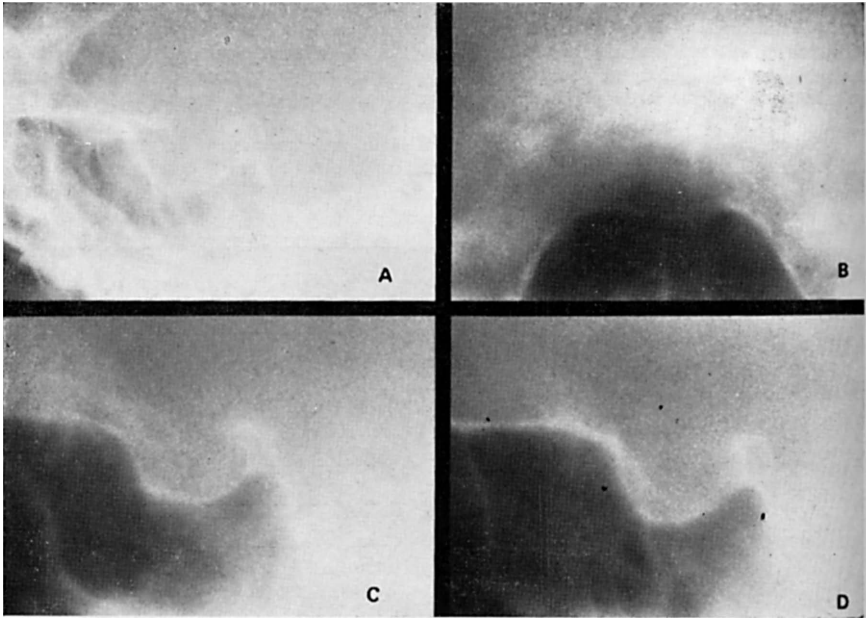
Caso de microadenoma a hormônio corticotrópico (Cushing): em A, sela túrcica pequena com morfologia de aparência normal no clichê simples; em B, tomografia de face mostrando discreta bosseladura do assoalho na região mediana e paramediana esquerda com adelgaçamento da cortical; em C, tomografia lateral da hemiloja direita normal; em D, tomografia paramediana esquerda mostrando bosseladura antero-inferior com cortical adelgada. Na cirurgia foi encontrado microadenoma de 4 mm.
